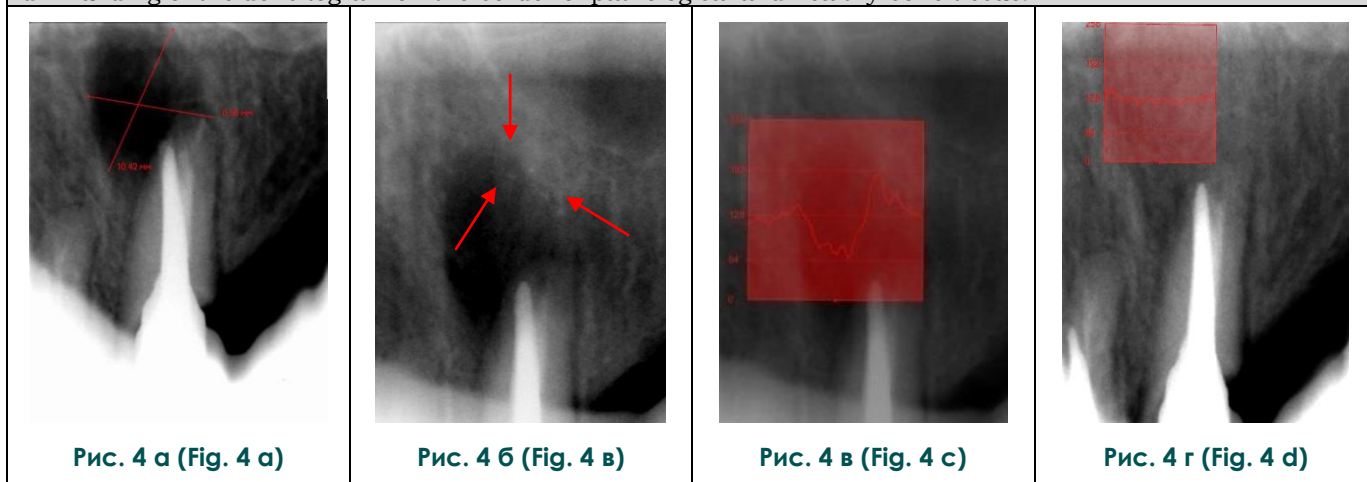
Цифровые микрофокусные рентгенограммы в ходе оперативного вмешательства.
